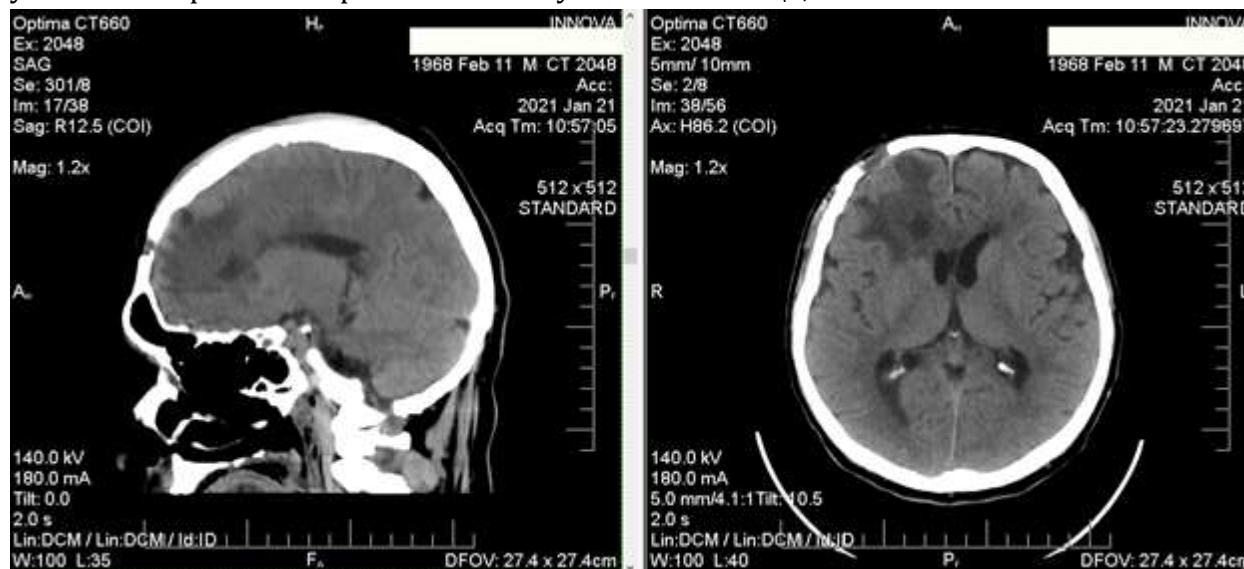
Через четыре недели после операции на МСКТ объемное образование исчезло, но остались пятна отека с размытыми границами.
